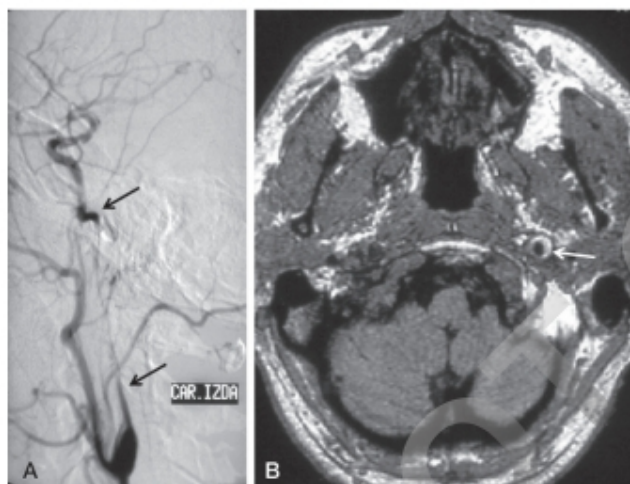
Disección de la arteria carótida interna izquierda. A. Arteriografía intraarterial. La luz se afila progresivamente (flecha inferior) y permanece filiforme en todo el trayecto cervical hasta que se recupera de forma brusca al entrar en el canal carotídeo (flecha superior). B. Angio-RM. Falsa luz (hematoma intramural) en forma de semiluna (flecha).
